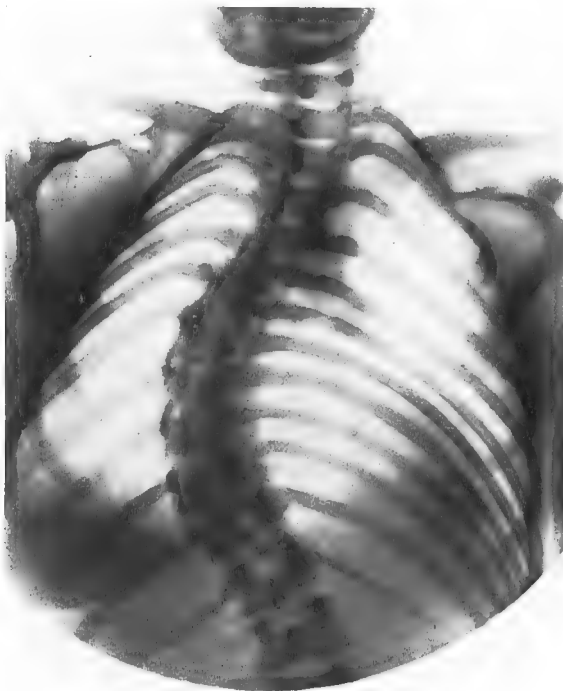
Scoliose à convexité droite. Radiographie de face.
